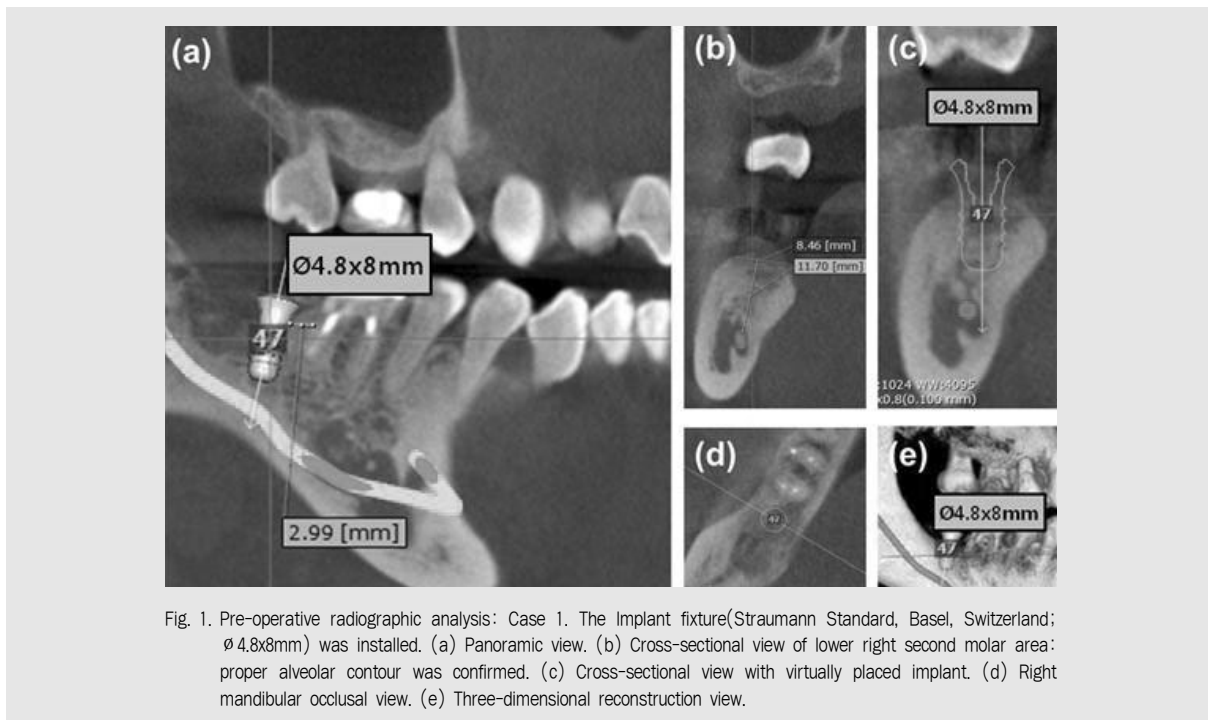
Pre-operative radiographic analysis: Case 1. The Implant fixture(Straumann Standard, Basel, Switzerland; Ø4.8x8mm) was installed. (a) Panoramic view. (b) Cross-sectional view of lower right second molar area: proper alveolar contour was confirmed. (c) Cross-sectional view with virtually placed implant. (d) Right mandibular occlusal view. (e) Three-dimensional reconstruction view.
